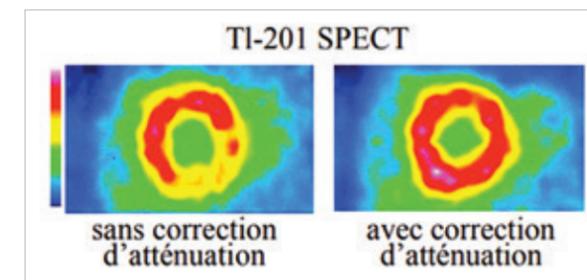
Atténuation d'une paroi du cœur en scintigraphie myocardique sans et avec correction d'atténuation.
